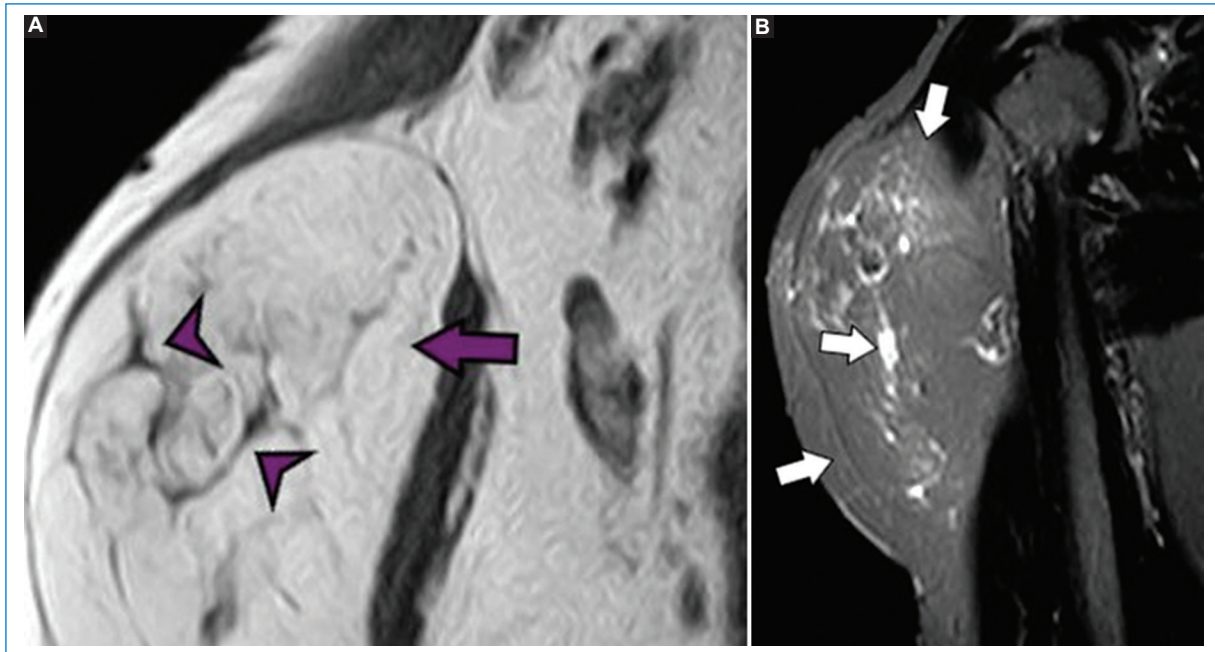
Liposarcoma bien diferenciado en una mujer de 64 años con una masa indolora en el brazo derecho. A: imagen de RM sagital ponderada en T1 que muestra una masa que contiene grasa (flecha) con tabiques internos engrosados (punta de flecha). B: imagen de RM ponderada en T2 con saturación grasa coronal que muestra la supresión de la intensidad de la señal de la grasa y múltiples tabiques internos de alta señal, algunos de ellos mayores a los 2 mm.
